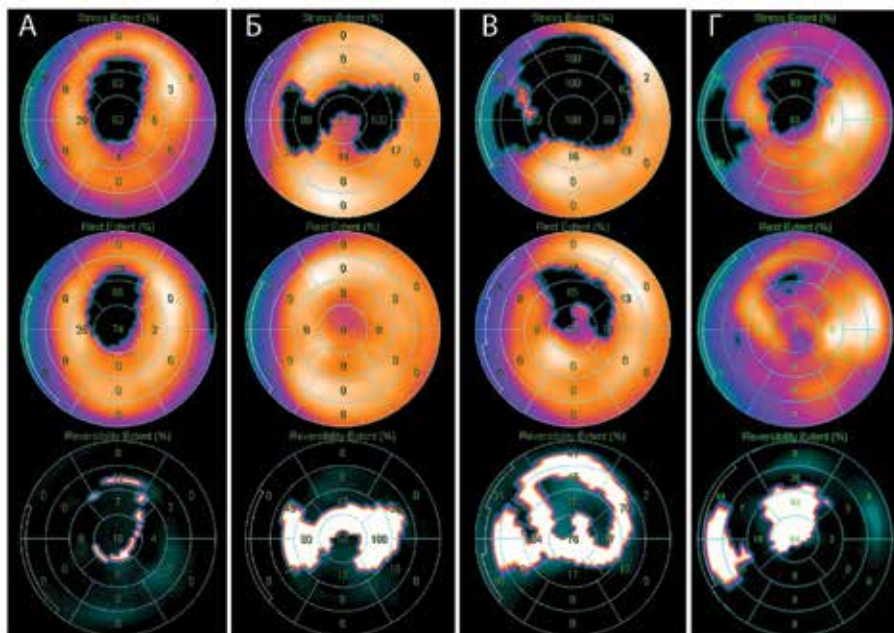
ОЭКТ миокарда по протоколу покой + нагрузка. А. Стабильный дефект перфузии передне-верхушечной локализации (ПВКС) без преходящей ишемии. Б. Преходящий дефект перфузии на фоне его отсутствия в покое: распространенная преходящая ишемия миокарда в бассейне ПНА. В. Перифокальная преходящая ишемия миокарда ЛЖ вокруг уже сформированной интрамуральной рубцовой зоны. Г. Преходящая ишемия миокарда при двухсосудистом поражении коронарных артерий (ПНА и ПКА) на фоне мелкоочагового фиброза миокарда
